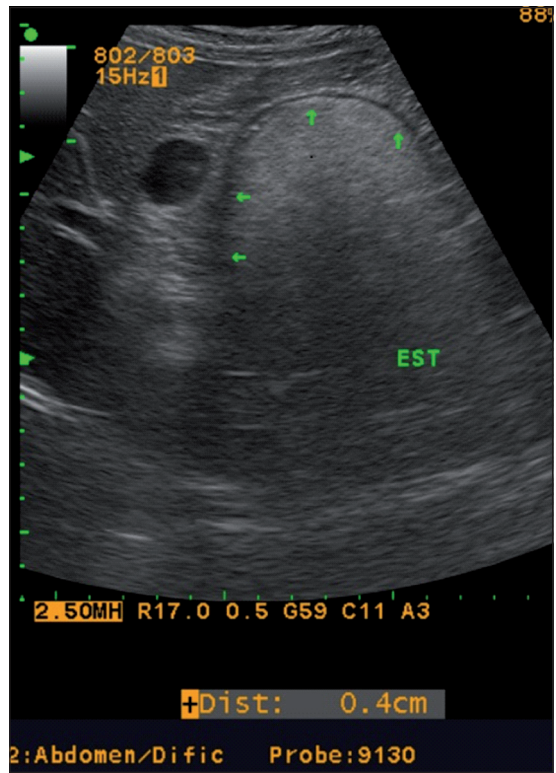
Ecografía abdominal evidencia un tumor gástrico hipereicoico, con bordes uniformes. Flecha blanca indica los bordes del tumor.
